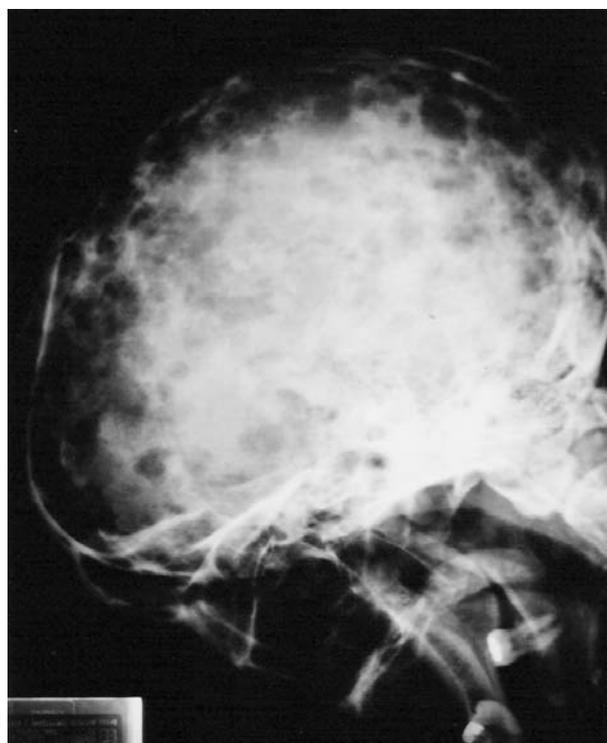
Radiografia de crânio, mostrando lesões com aspecto de defeitos em saca-bocado, de tamanho variando de 1 a 4 cm de diâmetro, aspecto arredondado em bolha de sabão e osteoporose generalizada
